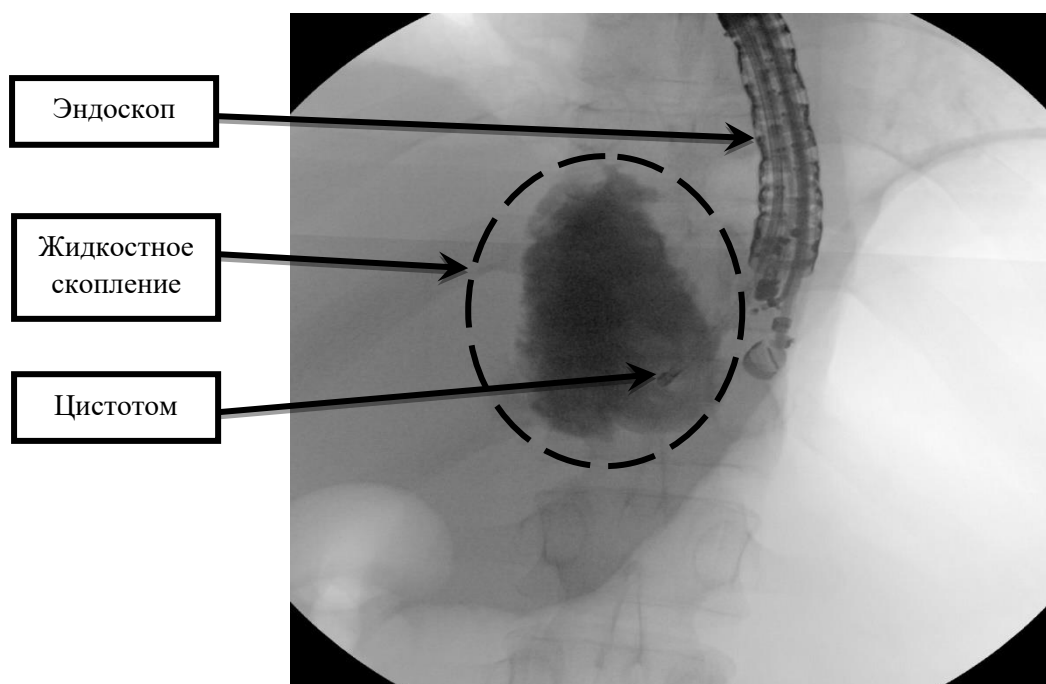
Рентгенограмма. Эндоскопическое транслюминальное дренирование жидкостного скопления в проекции хвоста ПЖ
